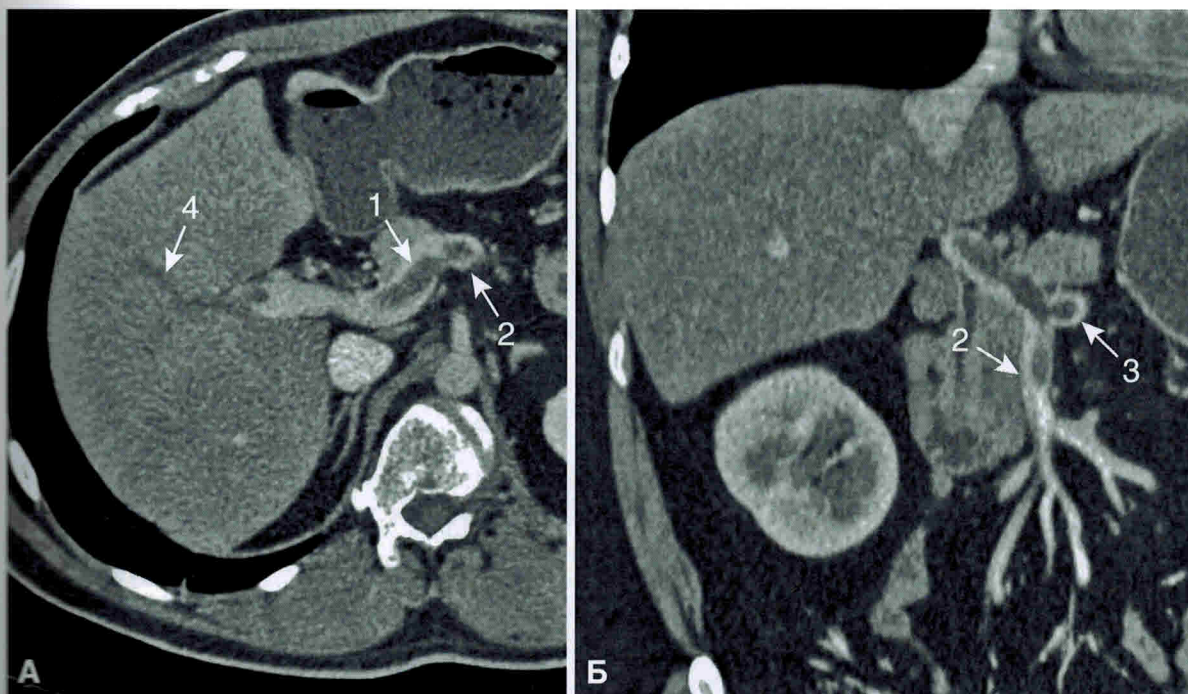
Тромбоз воротной вены. Паренхиматозная фаза контрастирования. Фрагменты компьютерных томограмм в аксиальной (А) и фронтальной (Б) проекциях. 1 — тромб в воротной вене, 2 — тромб в верхней брыжеечной вене, 3 — тромб в селезеночной вене, 4 — тромбированная внутривенная ветвь воротной вены.
